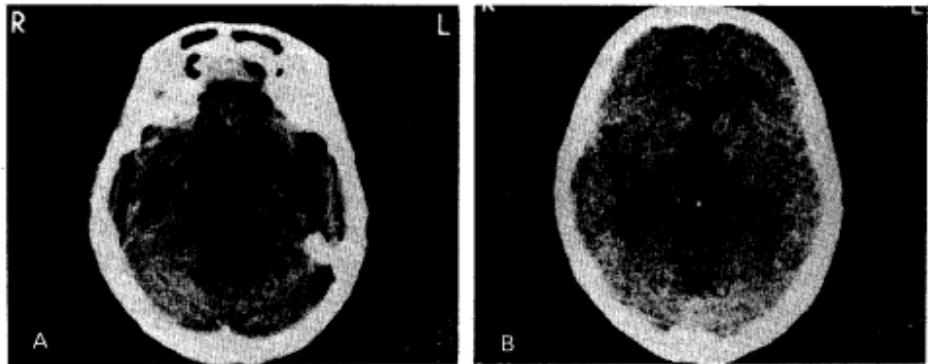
Brain CT scan of the patient's sister.
